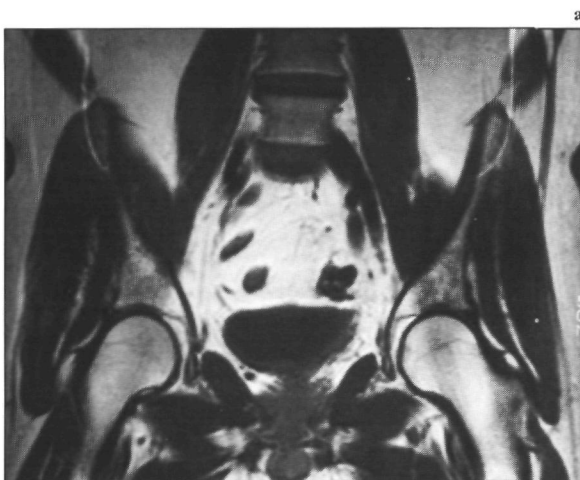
(a) Op de CT-scan zijn er pathologisch vergrote klieren zichtbaar in de linker iliacaal regio (pijl). (b) Op de coronale MRI-opname (1,5 T; SE/750/30/2) blijken deze echter te berusten op vaten (gebogen pijlen) en op normale klieren (pijlen). Dit werd tijdens operatie bevestigd.
